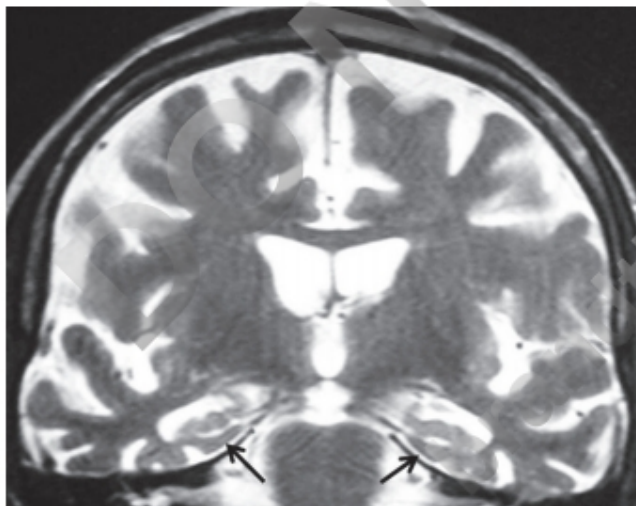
RM de un paciente con deterioro cognitivo de tipo amnésico por probable enfermedad de Alzheimer. Hay una moderada atrofia cortical global que es muy importante en ambos hipocampos y la corteza entorrinal.
